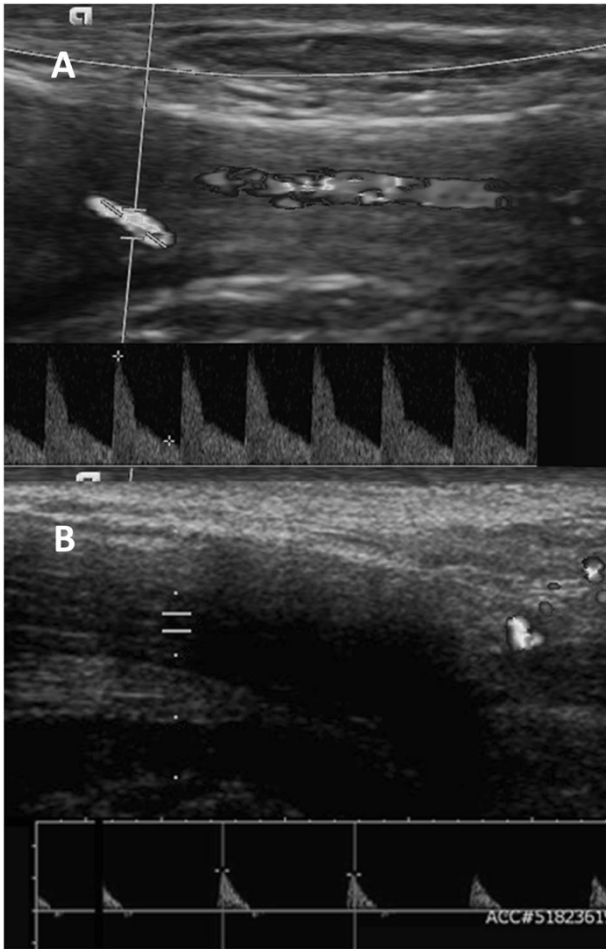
第1组（口吃性阴茎炎）和第2组（睡眠性疼痛）未受刺激的阴茎多普勒超声检查结果
